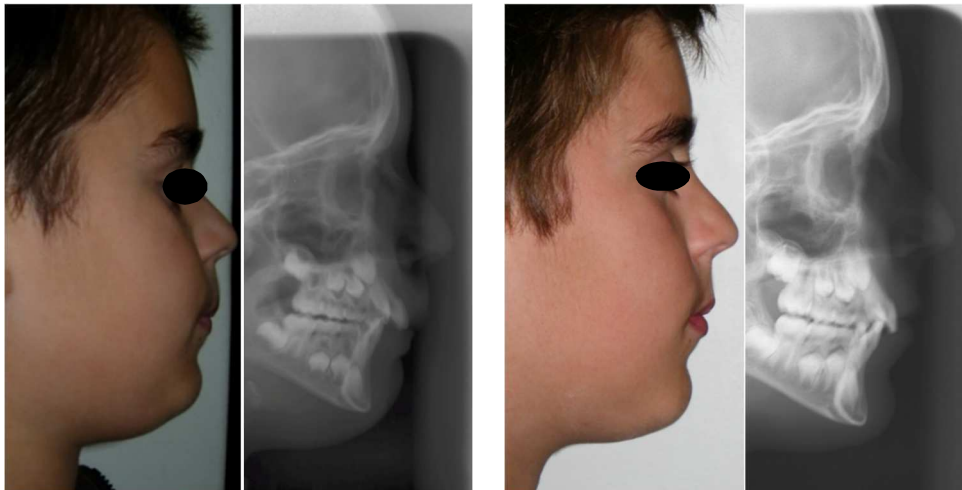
Comparação das Fotografias Laterais, Telerradiografias e Cefalometrias do início do tratamento com o progresso de 18 meses depois.
